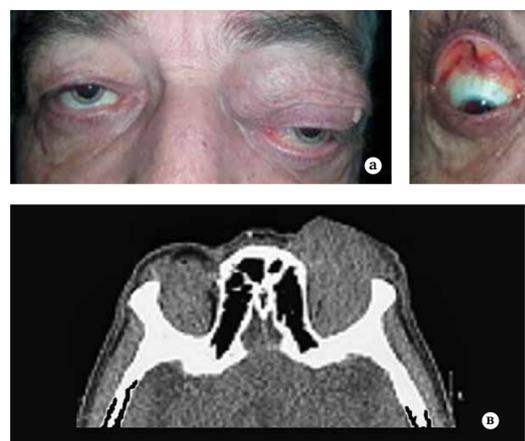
а) Больной 58 лет. Диагноз: MALT-лимфома орбиты и конъюнктивы обоих глаз; б) больной 58 лет, диагноз: MALT-лимфома орбиты и конъюнктивы обоих глаз; в) компьютерная томограмма в аксиальной проекции того же пациента
